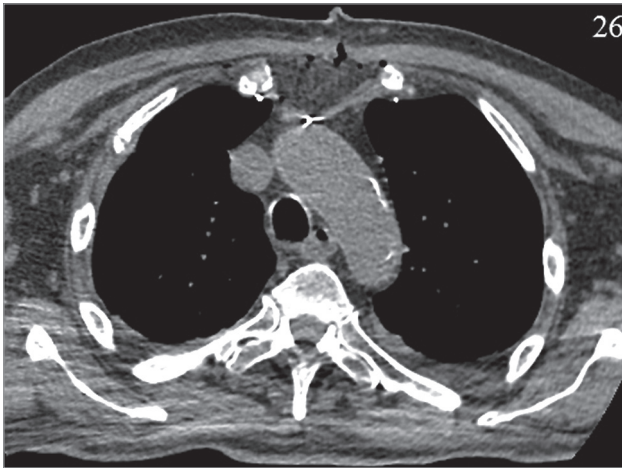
Послеоперационный стерномедиастинит; субтотальная стернектомия; VAC-терапия. Компьютерная томография
